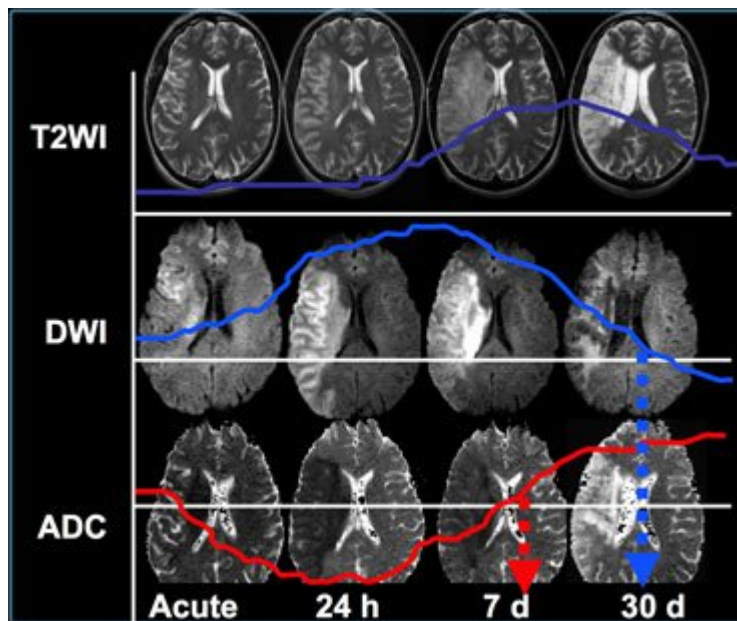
Signalintensität in MRT-Sequenzen in akuten und chronischen Hirninfarkten (32).
